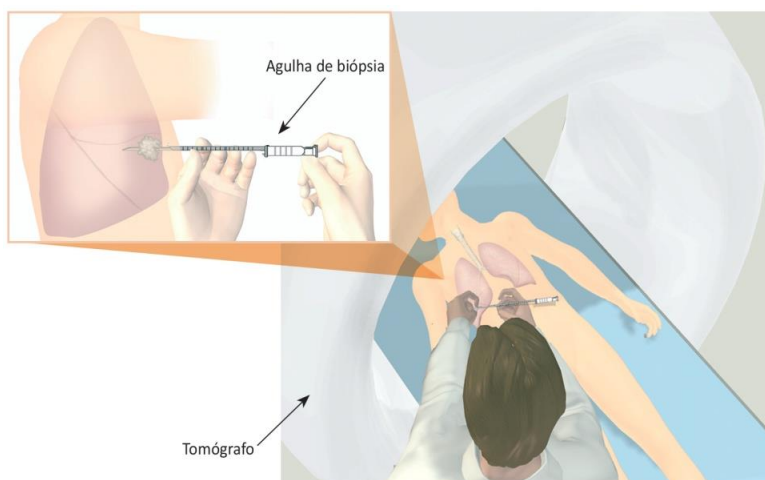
Realização de biópsia pulmonar percutânea transtorácica guiada por tomografia computadorizada em paciente hipotético. Imagem de direitos autorais livres.
